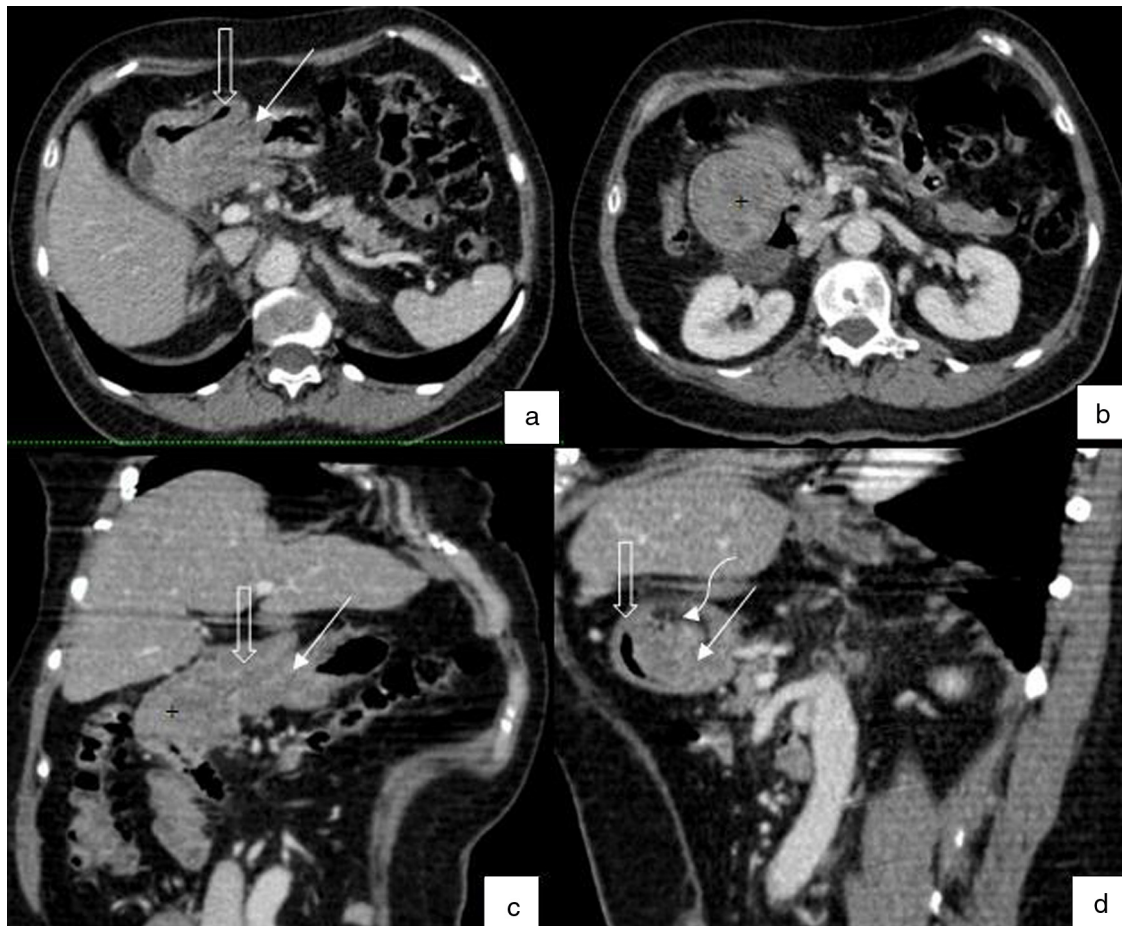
a, b) Cortes axiales de tomografía computada, en donde la pared gástrica (flecha sólida) se invagina dentro del duodeno (flecha vacía), con masa (+) como punto guía que es redondeada y presenta áreas centrales hipodensas que sugieren necrosis o áreas quísticas. c, d) Reformateos curvos de tomografía computada con masa gástrica dentro de luz duodenal (+) como punto guía para invaginación del estómago (flecha sólida) en el duodeno (flecha vacía), con anillo de tejido graso concéntrico (flecha curva) entre intususcepto e *intussusciens*.
